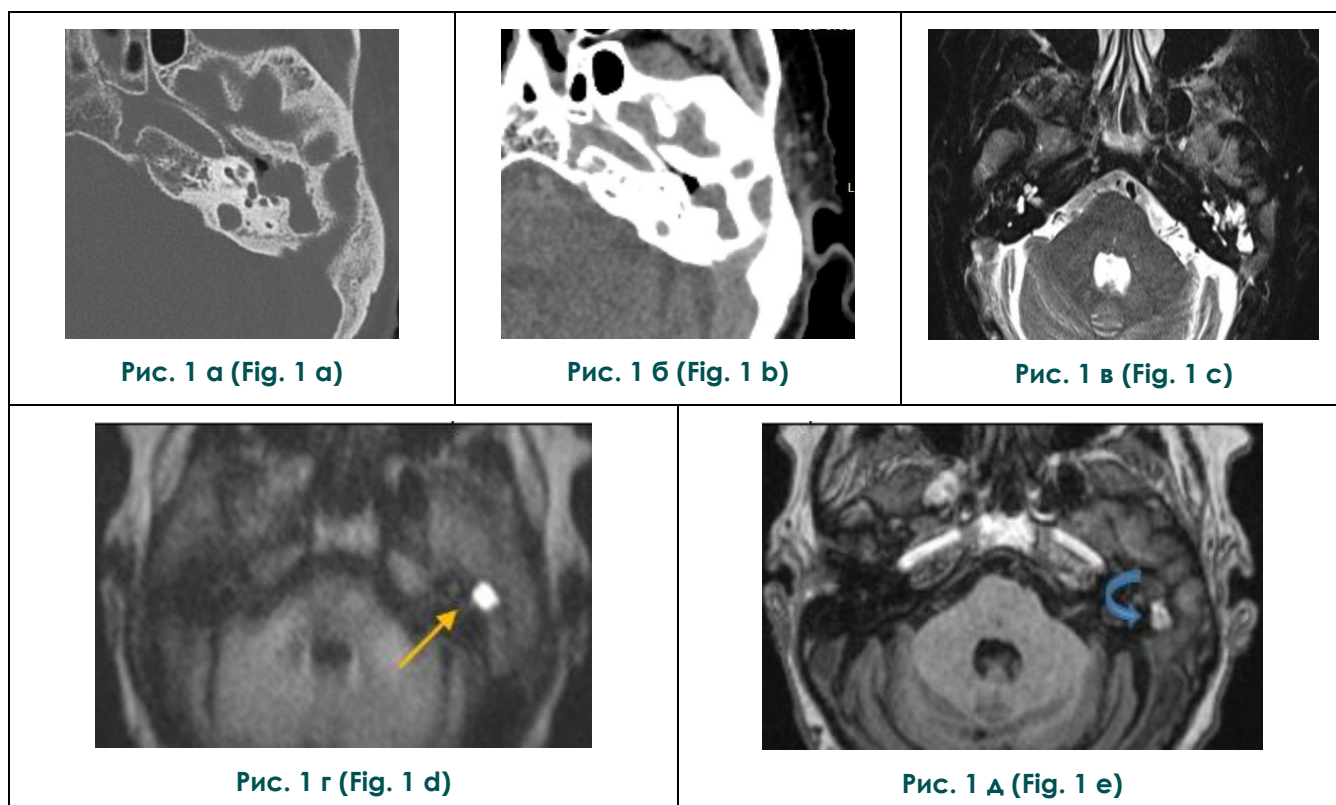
КТ и МРТ височной кости, аксиальные срезы.
